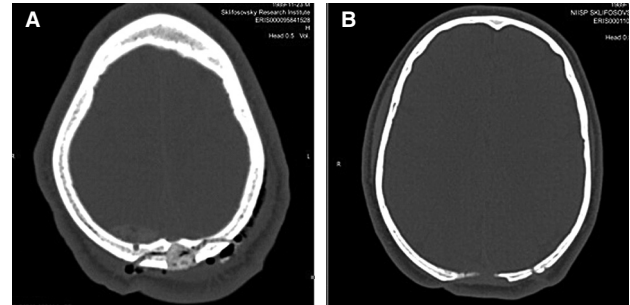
Выявление признаков остеолитического лоскута после костно-пластической трепанации черепа. Компьютерная томограмма черепа в аксиальной плоскости: А – через 1 сутки после операции; В – через 12 месяцев. Спустя 12 месяцев виден участок краевого остеолитического костного лоскута в области трепанационного отверстия, изначально заполненного КПП, имеются признаки лизиса КПП в области пластики
